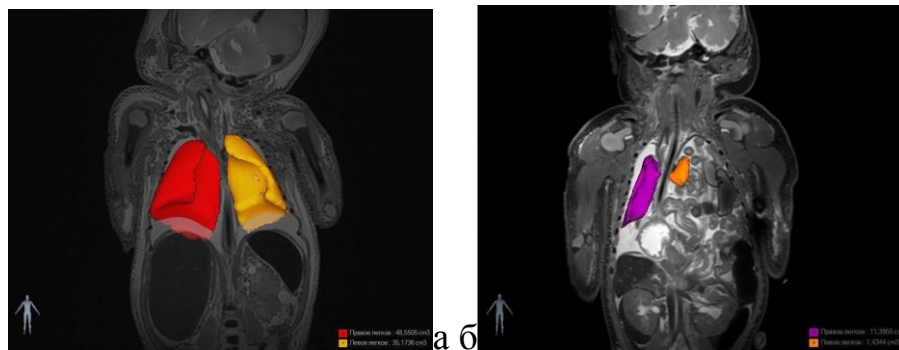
Объемные характеристики легких в группе контроля (а) и при ВДГ (б) при посмертном МРТ исследовании. T2-ВИ, комбинированное изображение с объемной реконструкцией легких и автоматическим расчетом объемных показателей, фронтальная проекция.
